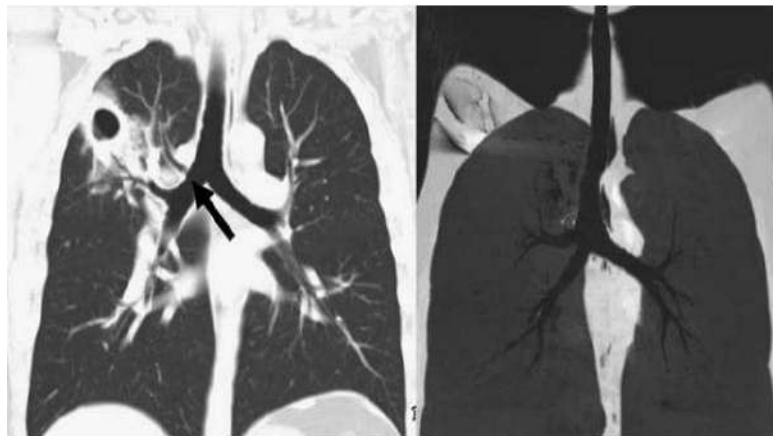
TAC imagen coronal muestra BT (flecha) (10)
